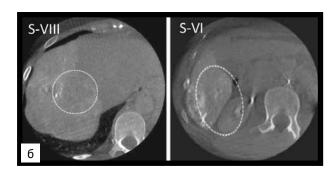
ПДКТ печени: a- до лечения; b- после лечения Fig. 3. Flat detector computed tomography of the liver: b- before treatment; b- after treatment
